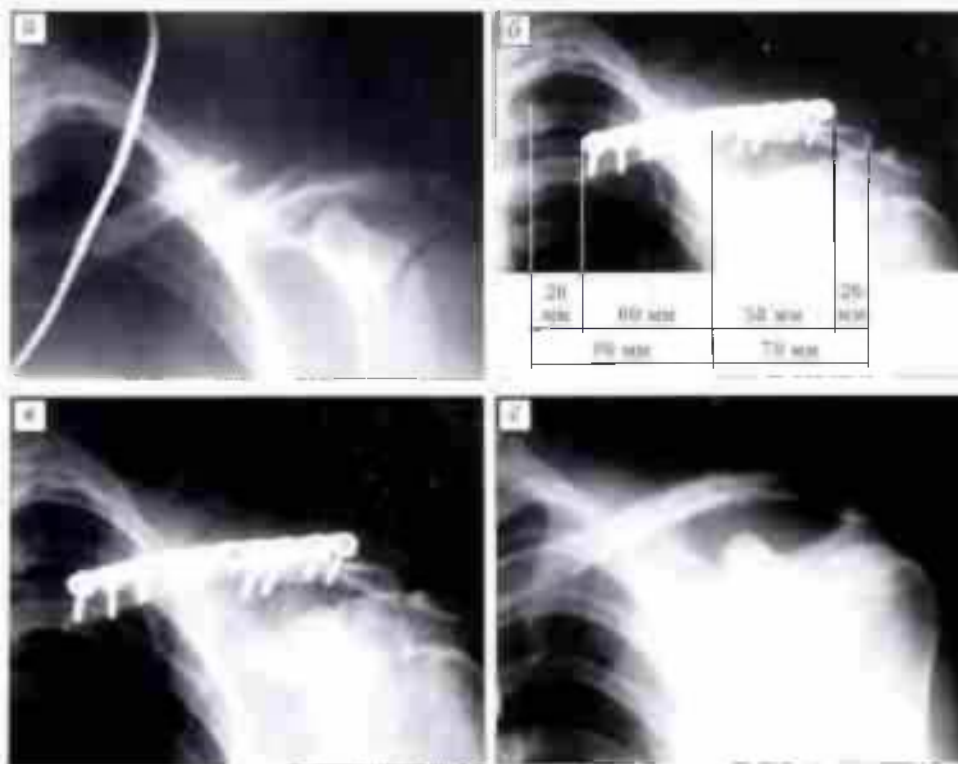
Рентгенограммы больного Е. 26 лет. Диагноз: закрытый монофокальный двухрычаговый перелом средней трети левой ключицы со смещением отломков.
